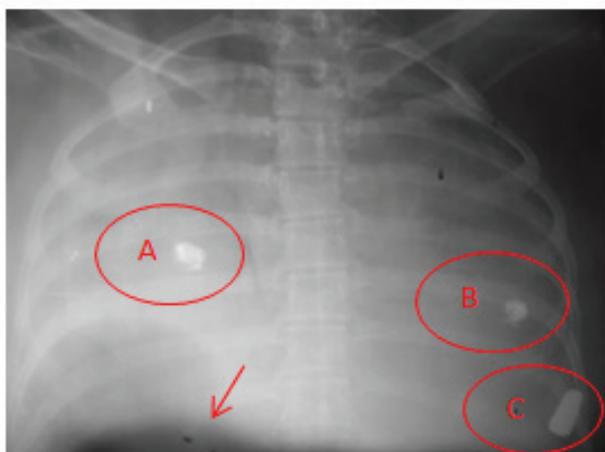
Radiografia de tórax em AP realizada em sistema convencional tela/écran. Círculos A e B mostram artefatos, C mostra projétil. O velamento do filme é evidenciado pela seta. Fonte: Arquivo IML/BH.
